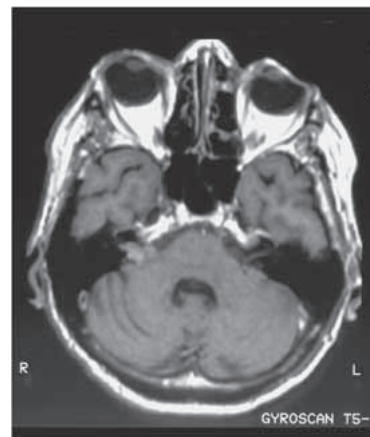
Kontroll-MRT nach 48 Monaten, signifikante Tumorregression
